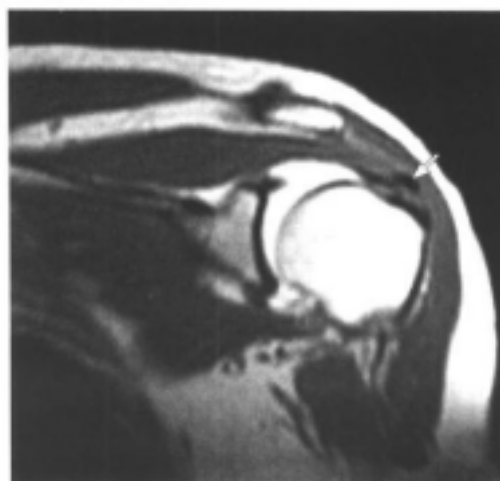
肩关节MRI(T_1 加权像)造影关节囊显示良好,造影剂无外渗,冈上肌腱钙化呈小条状低信号(白箭)
